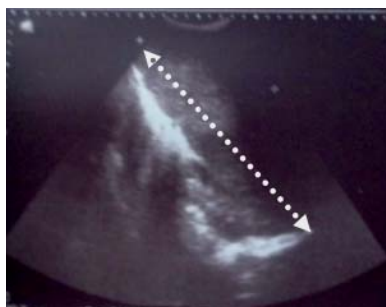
Tabloul ecografic al limfangiomei Hodgkin
